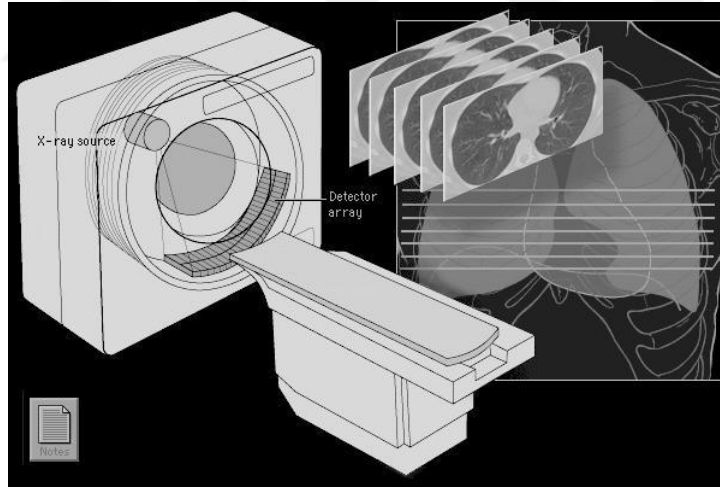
4: Bilgisayarlı tomografi¹⁰
